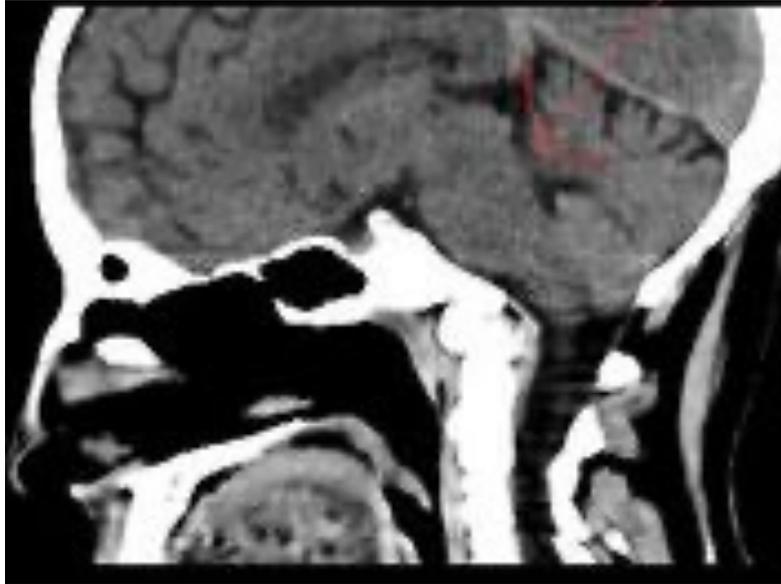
Tomografía simple de cráneo. Se identifica el aumento del ángulo de Welcher (>143°). Fuente: Crespo, P. 2019. <https://imagenologosecuador.webnode.es/platibasia/> (44).
